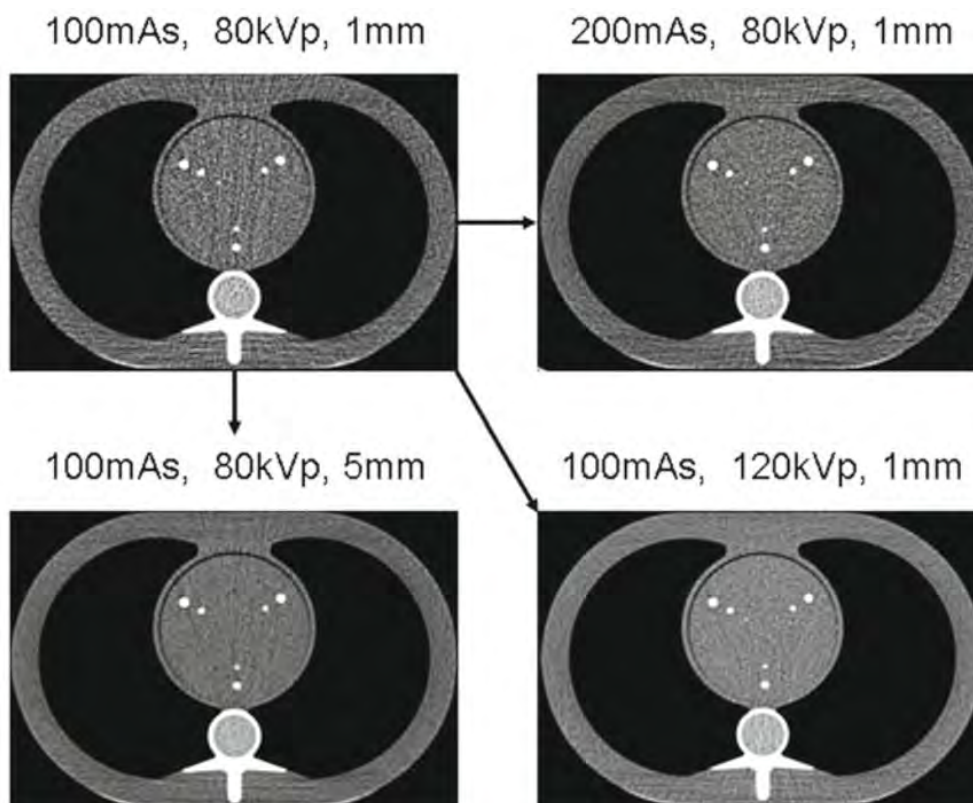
КТ-изображения фантома грудной клетки при различных значениях напряжения, силы тока и толщины среза (иллюстрация из [44])
